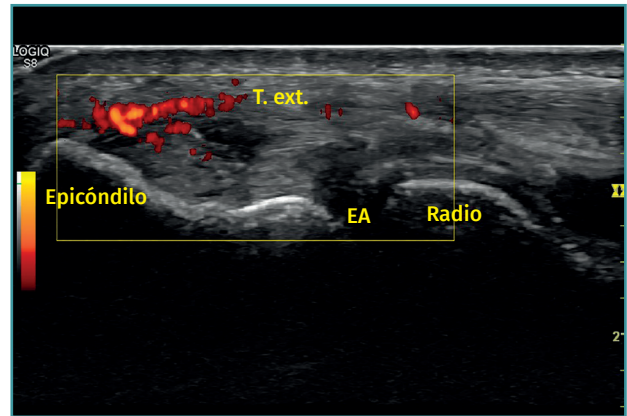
En otra imagen del mismo paciente, al aplicar el Doppler potencia se aprecia un aumento de la vascularización. Imagen cedida por el Dr. Fernando Jiménez Díaz.
